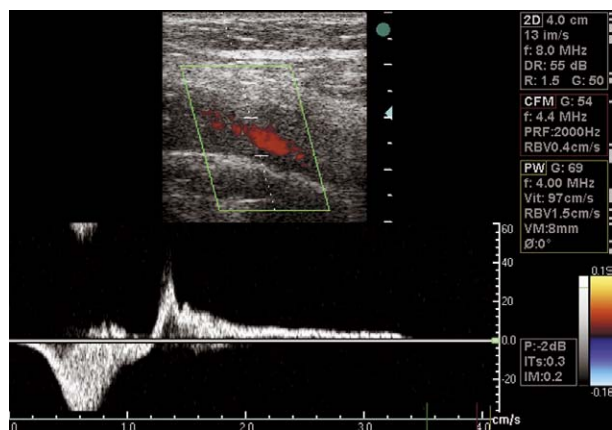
Échodoppler veineux (EDV) couleur avec doppler pulsé dans une insuffisance valvulaire profonde primitive (IVPP) : reflux de plus de 2 secondes dans une veine poplitée.
